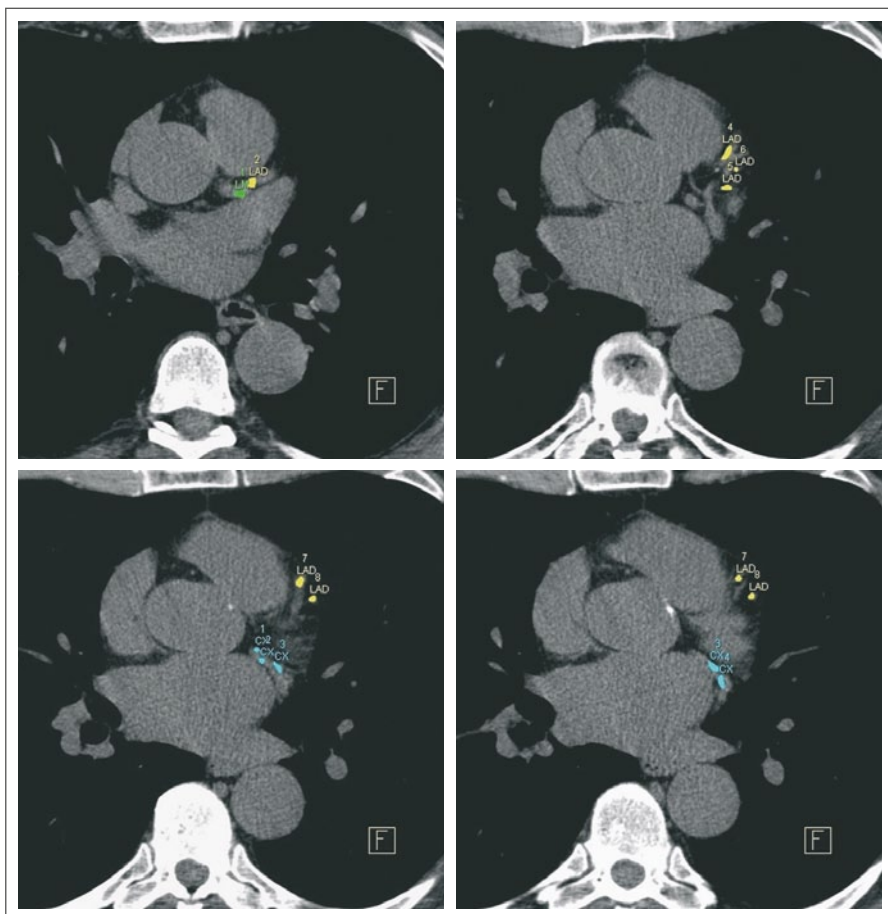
Herz-CT zur Bestimmung des koronaren Kalkscores. Bei dem 61-jährigen Patienten mit arterieller Hypertonie erkennt man das Herz „grau“ zwischen Sternum (in den Bildern jeweils oben) und Wirbelsäule (in den Bildern jeweils unten). In allen 4 Schnitten sieht man mehrere kalzifizierte Plaques im *Ramus interventricularis anterior* (gelb markiert) und in den beiden unteren Schnitten zusätzlich kalzifizierte Plaques im *Ramus circumflexus* (türkis markiert). Der Gesamtscore ist mit 921 sowohl absolut (> 300) als auch relativ (> 75. Perzentile) erhöht und somit auch das Herzinfarktrisiko. Die Cholesterinwerte sind zwar akzeptabel, trotzdem ist ein Statin empfehlenswert. © S. Silber.
